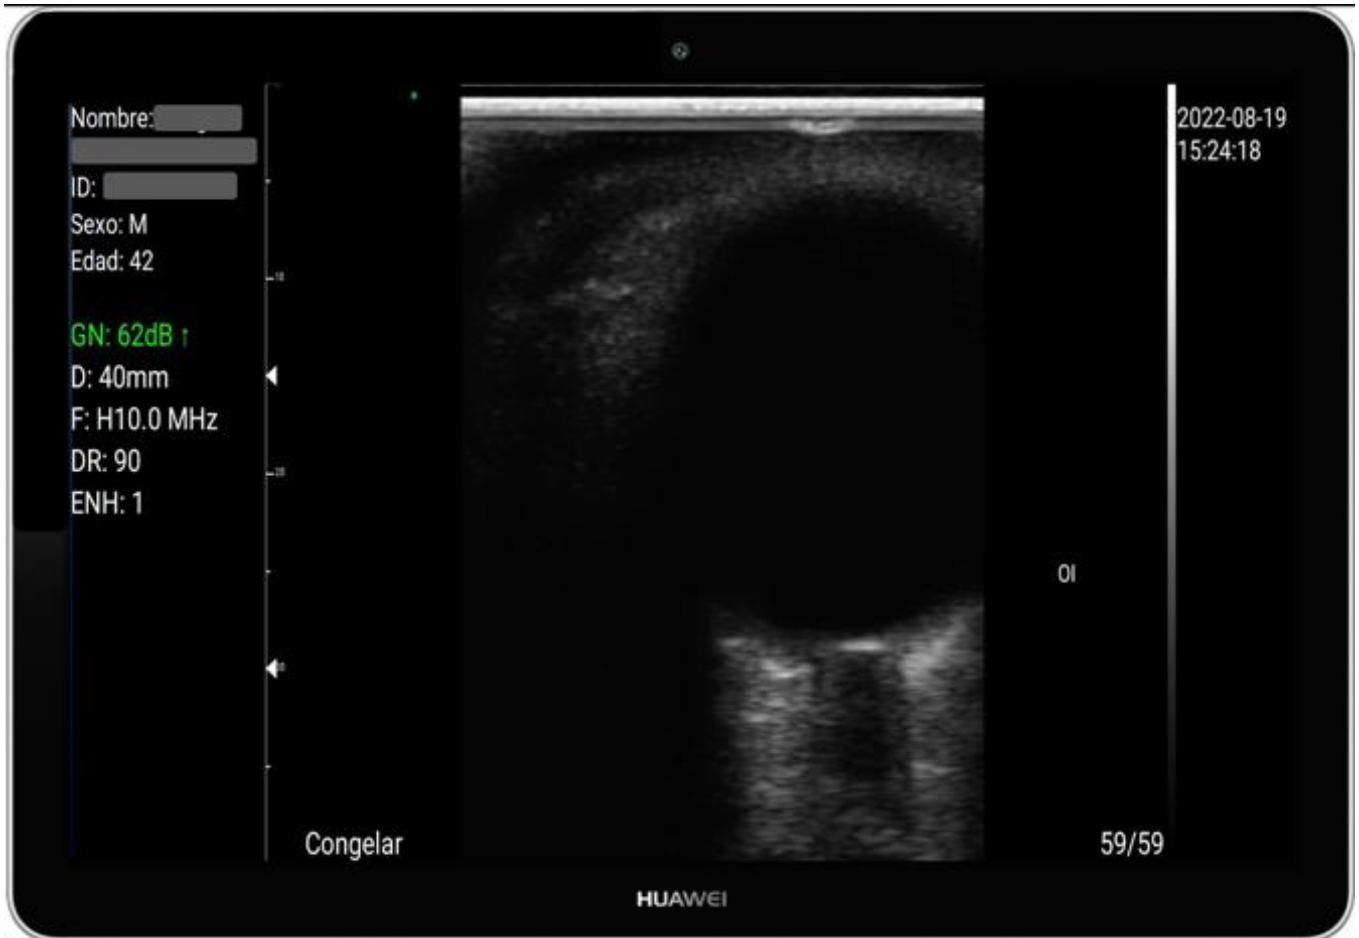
Equipos utilizados para la evaluación del DVNO. 1. Transductor lineal *wifi SONOWIRELESS plus*. 2. Tablet HUAWEI MediaPad T5. 3. Imagen de ultrasonido del globo ocular donde se observa el trayecto del nervio óptico y la vaina delimitada por un halo hipoecoico.
